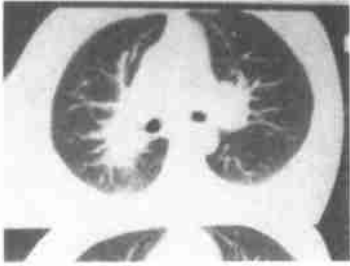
肺结节病 CT 像 WW 1200 HU, WL - 600 HU
